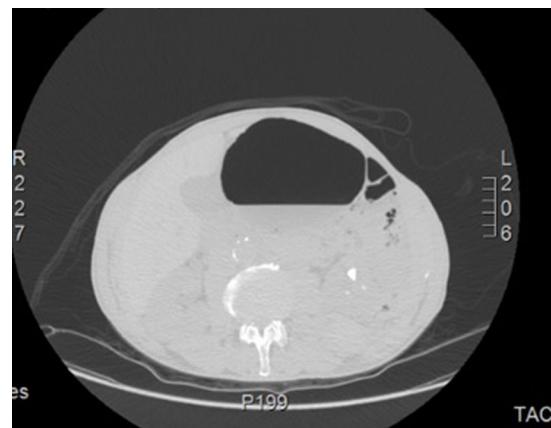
TC abdominal, con presencia de gas en vejiga y pared vesical.
